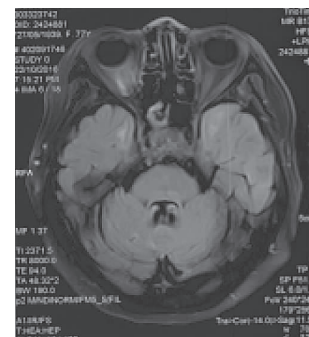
头部 MRI 的 FLAIR 序列显示双侧额极脑白质脱髓鞘和右侧小脑陈旧性梗死
